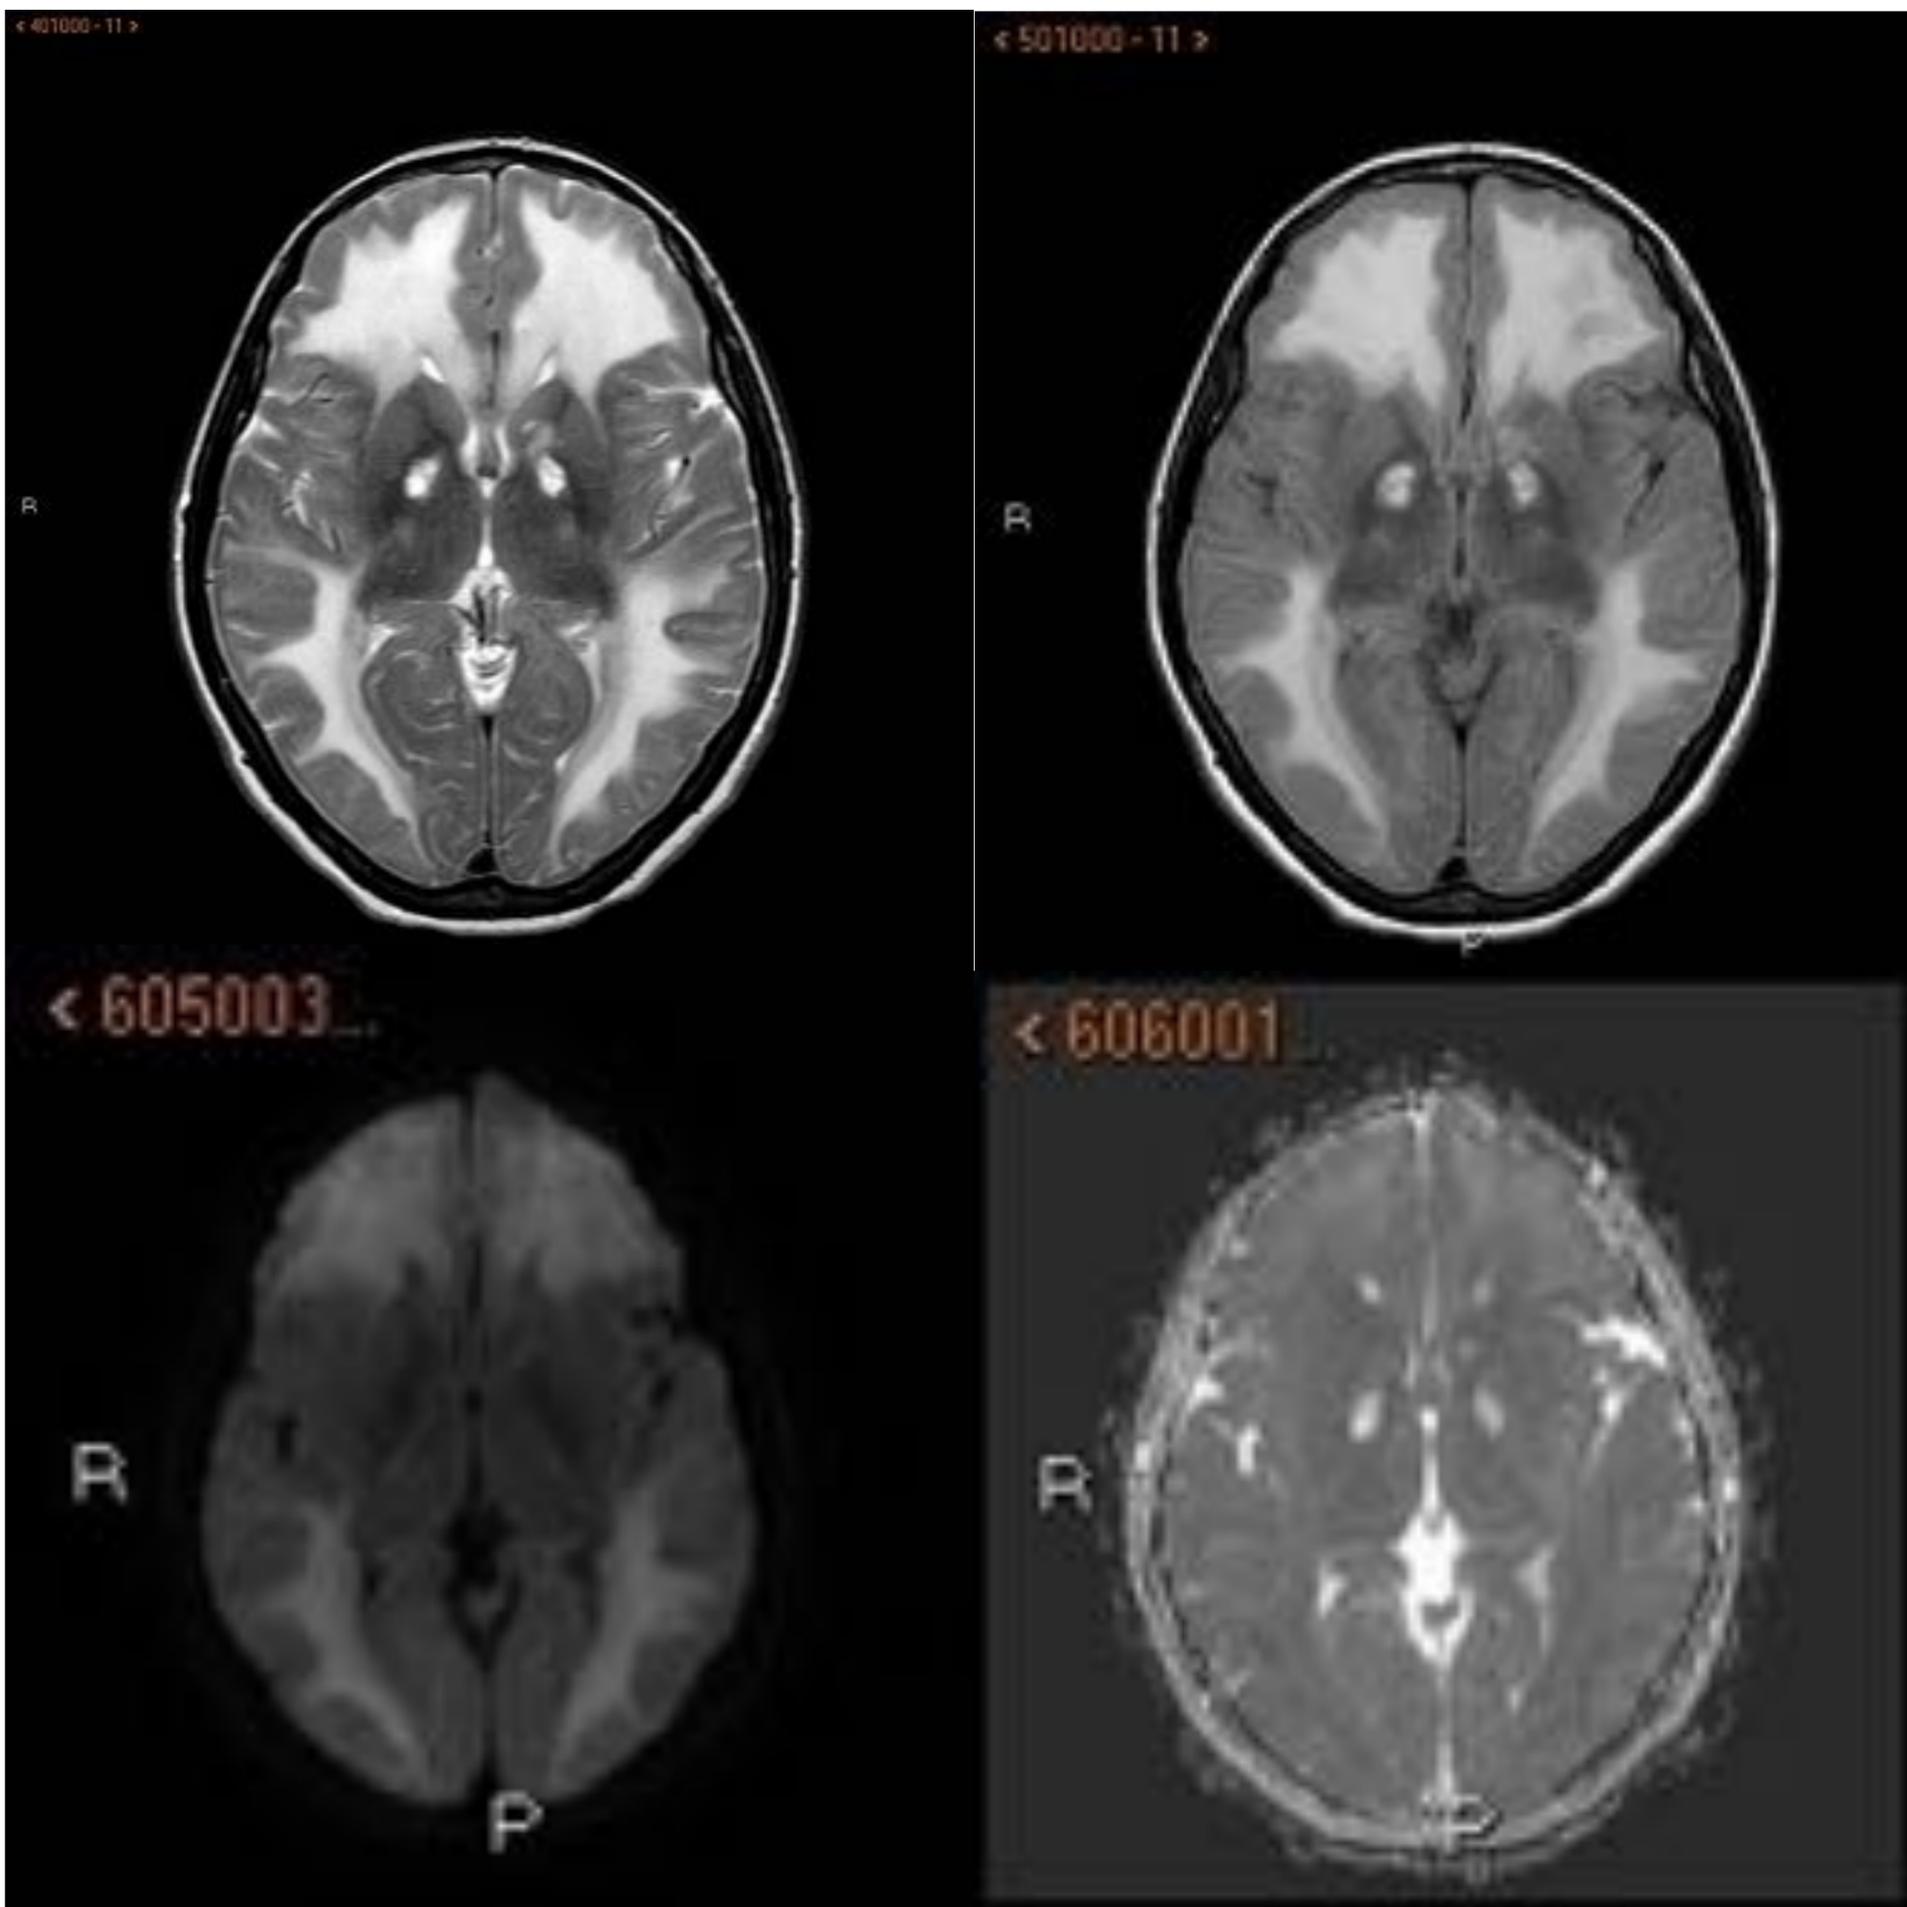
Imágenes de RM en un plano más caudal a la figura 3 donde se visualiza una alteración focal de la señal con hiperintensidad en T2W y FLAIR en ambos globos pálidos así como en polo anterior del putamen y cabeza del caudado izquierdos. Actualmente no presentan restricción a la difusión (en estudio previo, que no se muestra, sí existía), en relación con mayor tiempo evolutivo de dichas lesiones.
